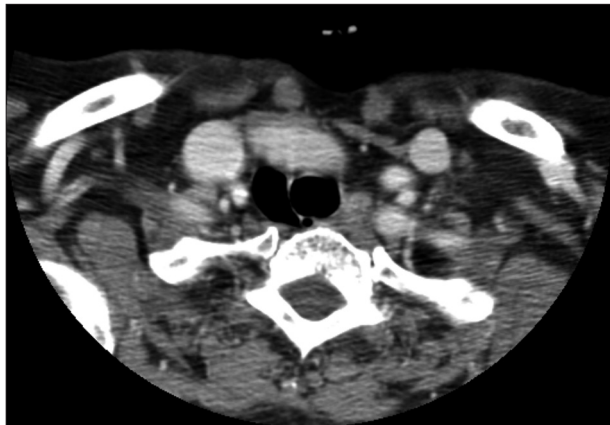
Axial computed tomography scan shows an air cyst in the right aspect of the trachea.
